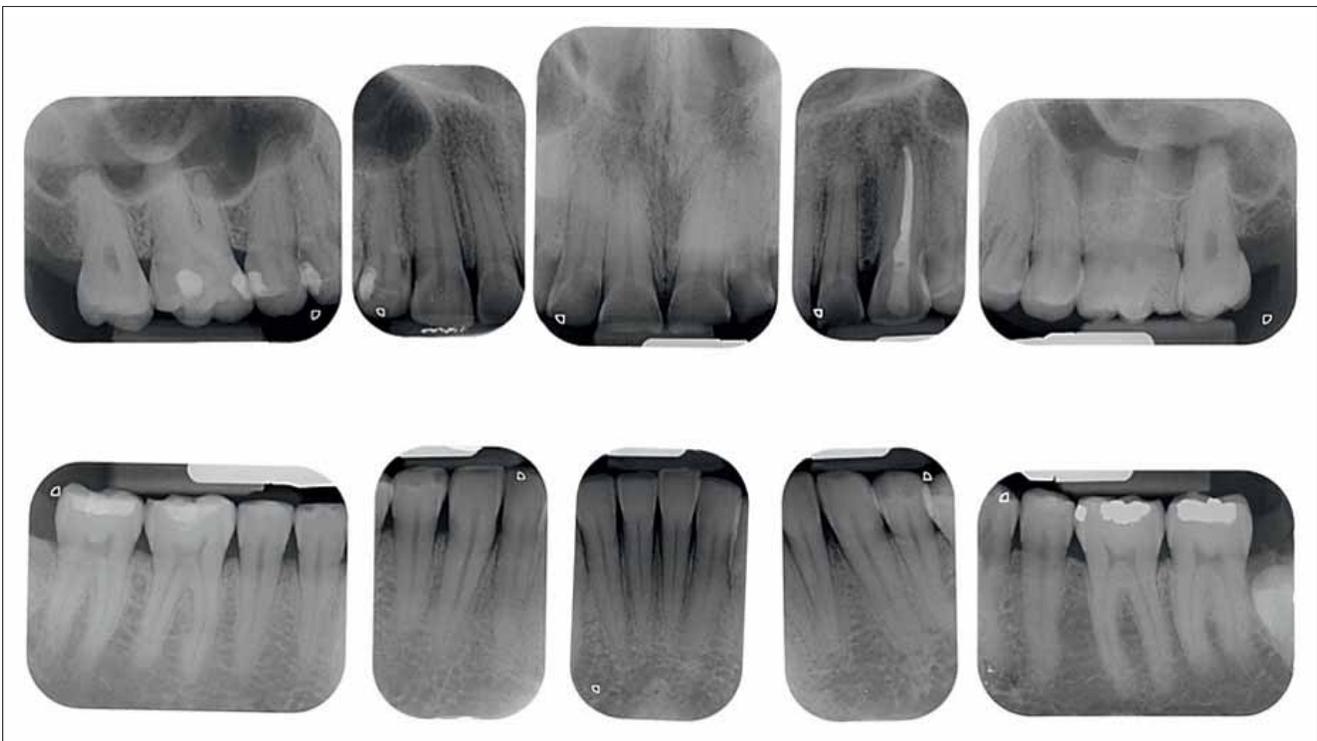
Einzelzahn-Röntgenstatus: Ausgangssituation mit den massiven Zahnhartsubstanzenverlusten an den Oberkiefer-Frontzähnen
